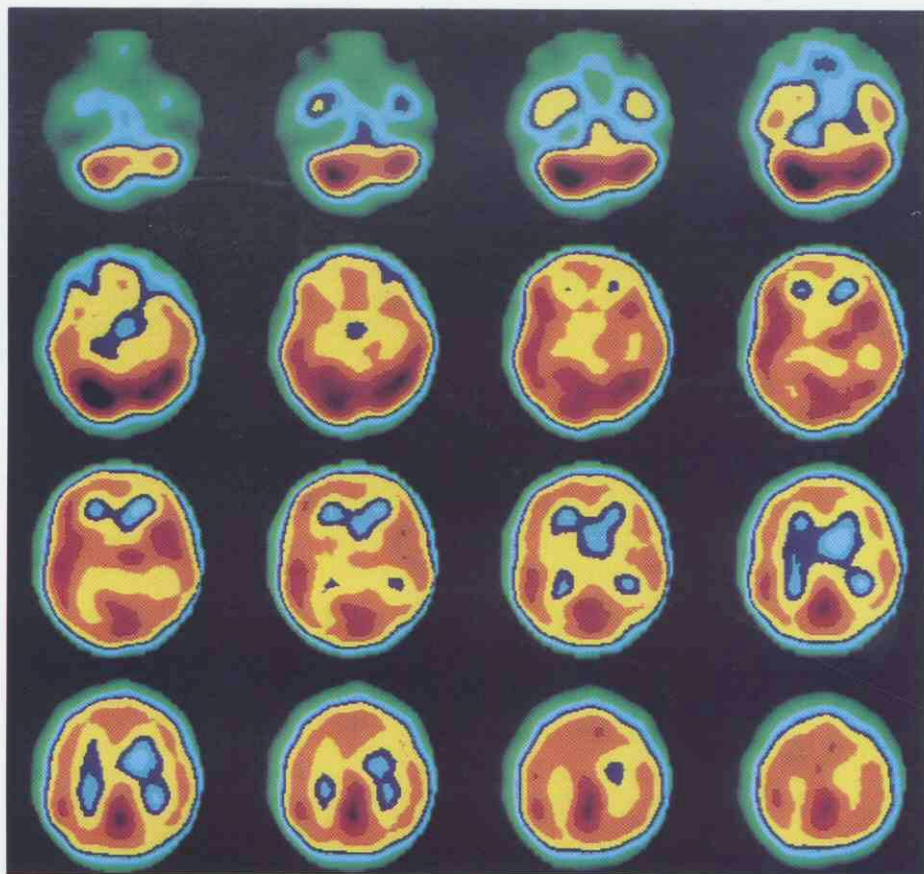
SPECT cerebral. Muestra imágenes cerebrales, tras captación de una amina lipofílica marcada (HMPAO-Tc99m) por el S.N.C. Se ven cortes transversales de 1 pixel de espesor, y una reconstrucción tridimensional.
